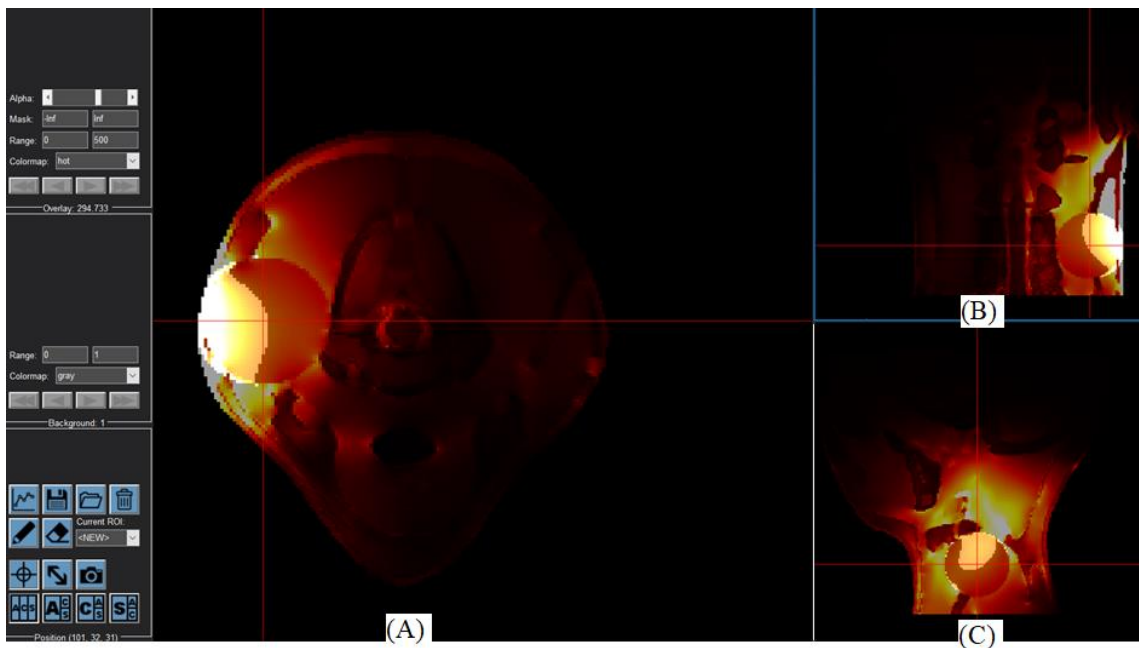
TC₂₅ pro poloměr cíle 20 mm při použití dvou aplikátorů transverzální řez (A), frontální řez (B), mediální řez (C)
